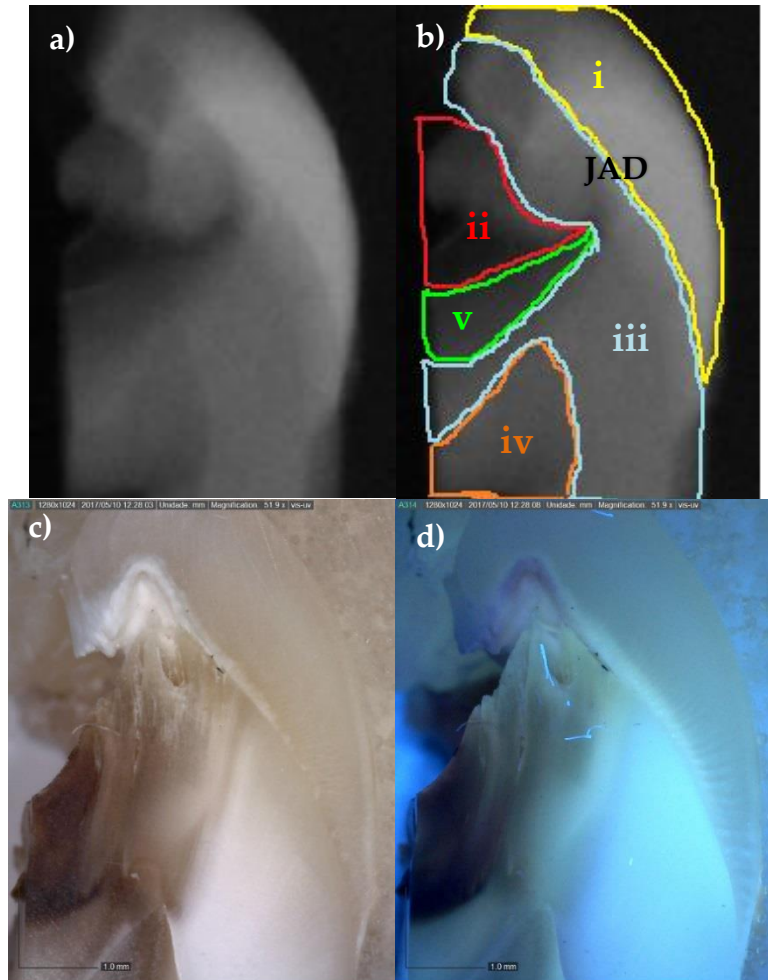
Imagens adquiridas para o espécime A5. a) Radiografia; b) radiografia analisada de forma a indicar as estruturas: i) esmalte; ii) dentina infectada iii) dentina sã iv) cavidade pulpar v) dentina afectada e JAD – junção amelodentinária; c) imagem adquirida por microscópio digital por meio de luz branca e d) imagem adquirida por microscópio digital através de luz UV.
